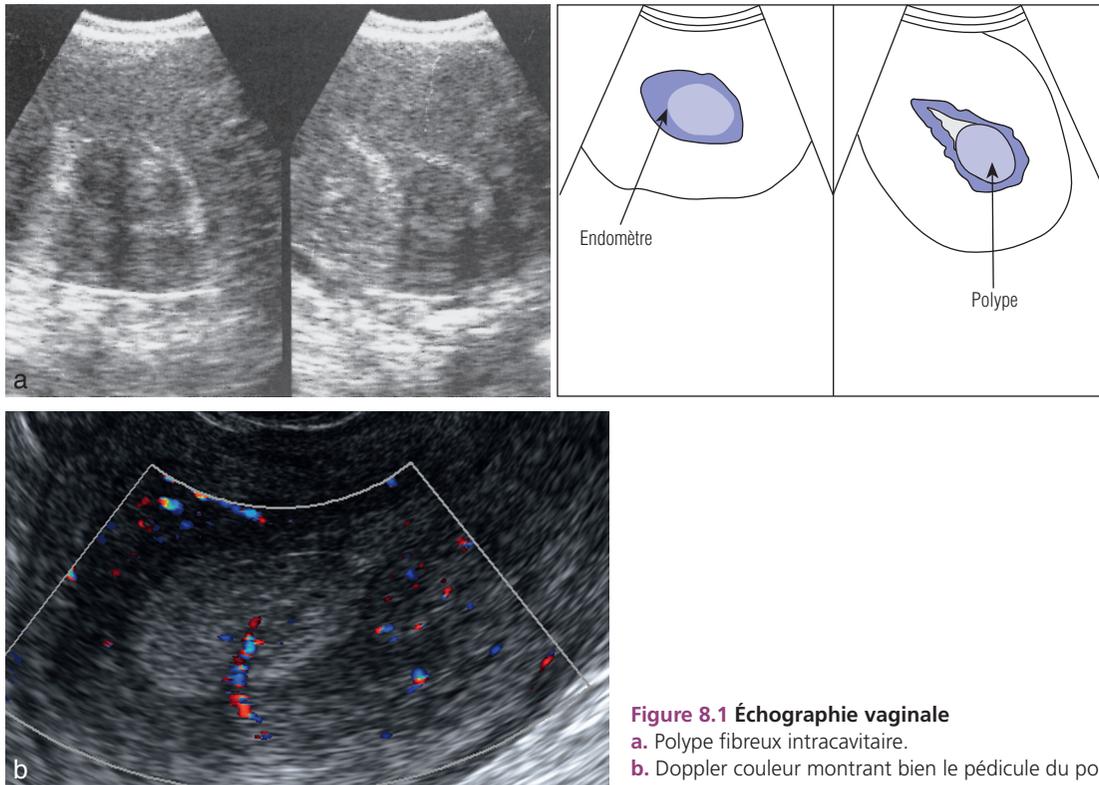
Échographie vaginale
